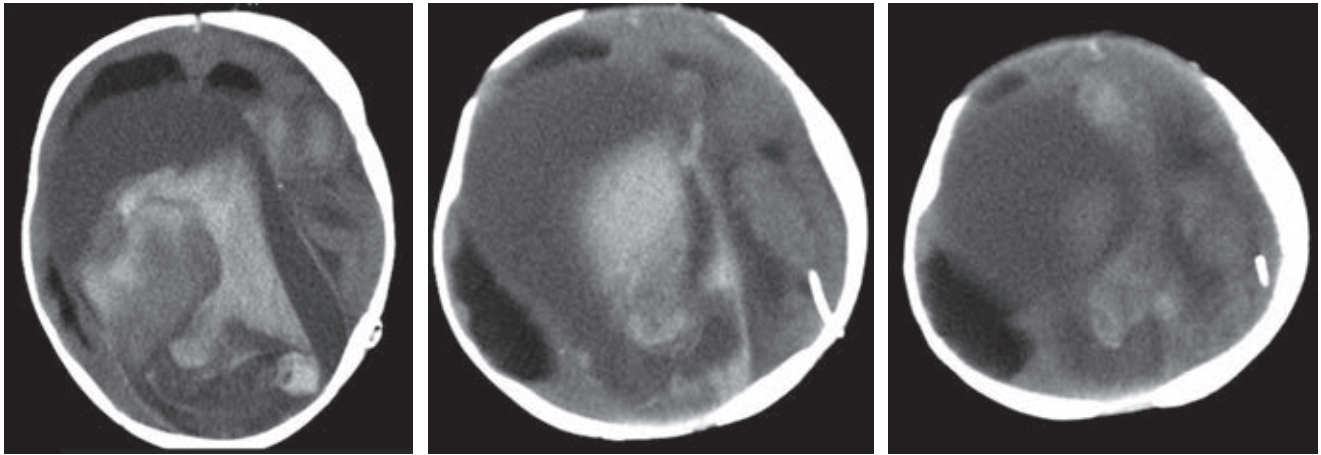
Tomografía simple de cráneo. En fosa posterior se observa distorsión importante de la anatomía normal. En el cerebro hay ocupación en línea media por colección hemática de 4 x 10 cm de diámetro. Los ventrículos laterales y tercer ventrículo están dilatados.
